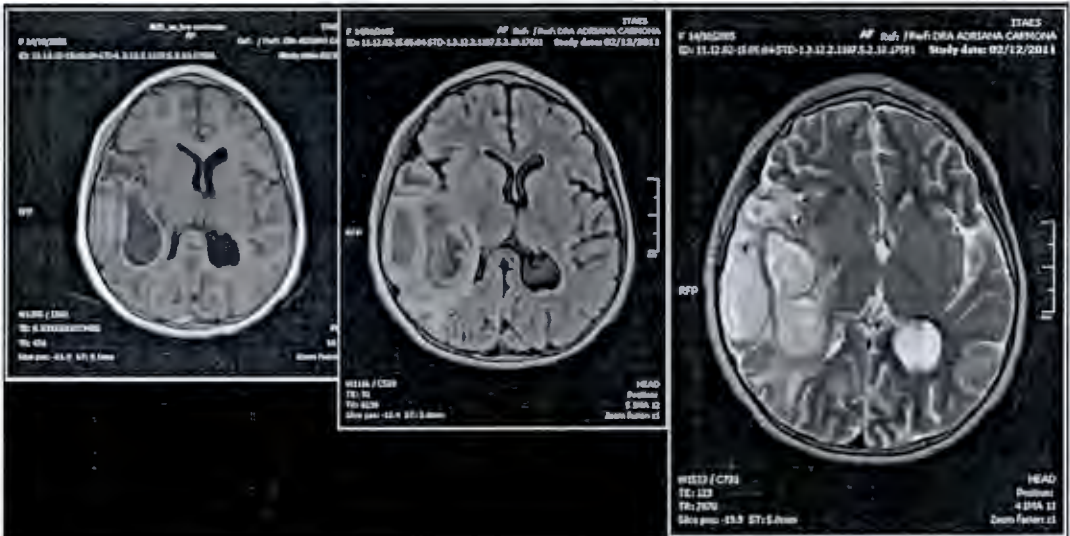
IRM de cráneo con tres abscesos en región temporoparietal derecha con componente de cápsula tardía y hacia la punta temporal capsulitis temprana. Edema perilesional, atrofia corticosubcortical secundaria sin ventriculomegalia.
